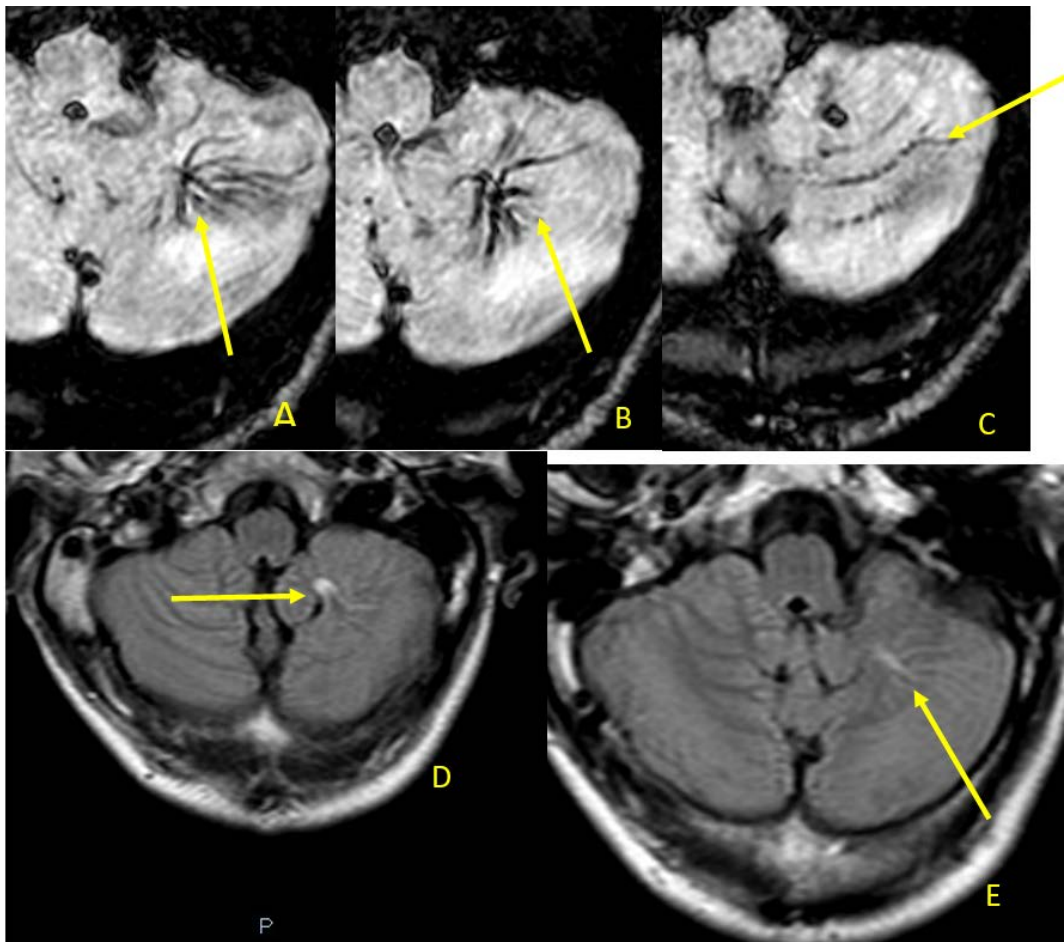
coupes axiales en venous Bold (A,B,C) et en Flair (D,E) : veine cérébelleuse gauche dilatée en hyposignal sur la séquence en susceptibilité magnétique et hypersignal FLAIR avec des veinules en regard donnant l'aspect en « tête de méduse »
